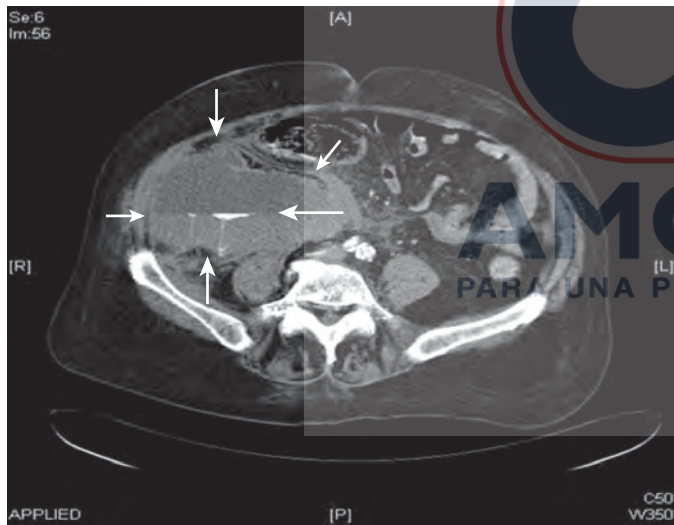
CT abdominal con contraste demostrando una hemorragia retroperitoneal grande (flechas) con nivel de fluido. (Modificado con permiso (revista de acceso abierto) de Heuer M y cols.: *Int J Case Rep Images* 1(3):15-16, 2010).
